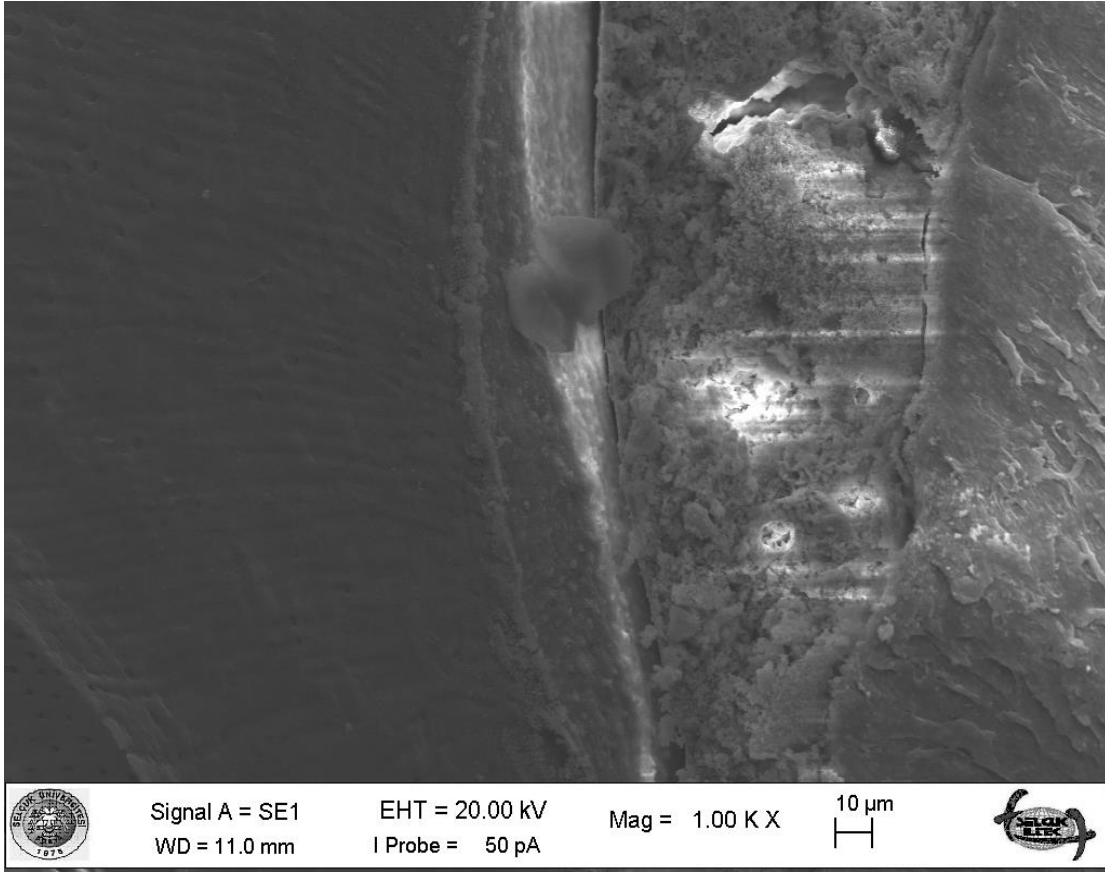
AH Plus-Isitılmış gütaperkanın enjeksiyon yöntemi grubuna ait bir örneğin SEM mikrografisi (x2000)
